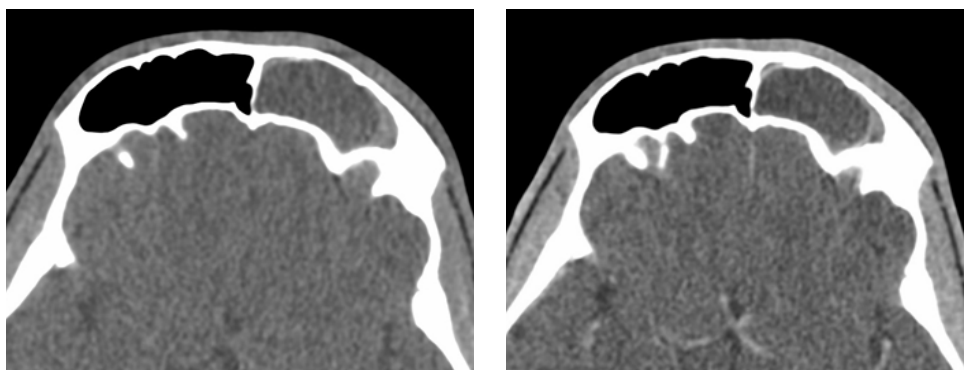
КТ околоносовых пазух (мягкотканое электронное окно, аксиальная плоскость, до и после контрастирования). Определяются плотные стенки образования, накапливающие контрастное вещество
